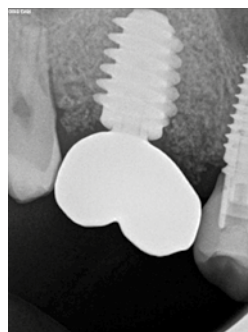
RX periapical final (Carestream®).
